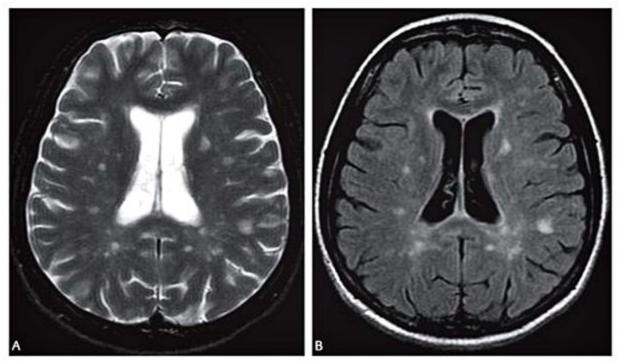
Paciente com diagnóstico de esclerose múltipla. Imagens de RM no plano axial ponderadas em T2 (A) e FLAIR (B) demonstram a superioridade da sequência FLAIR na caracterização das lesões da substância branca cerebral, em especial daquelas periventriculares.
